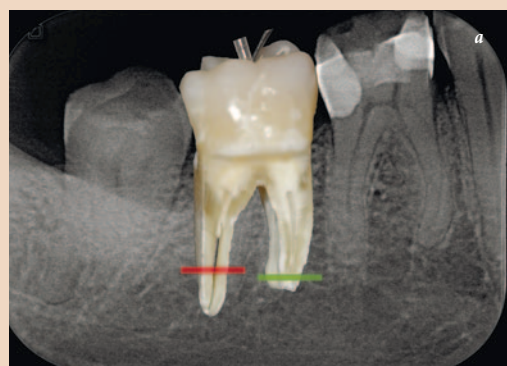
Рентгенограмма и наложенная на нее фотография моляра нижней челюсти с введенными в корневые каналы металлической иглой Endoneedle 27 G и пластмассовой иглой IrriFlex 30 G (а). Микрофотографии (СЭМ) чистой дентинной стенки корневого канала (б) и стенки канала, покрытой смазанным слоем дентина и остатками пульпы (в)
